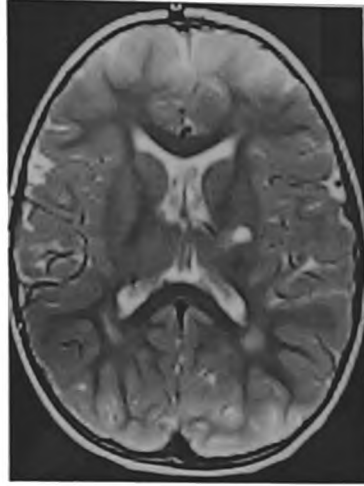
Магнитно-резонансная томография головного мозга ребенка М., 6 лет 8 месяцев, 6-е сутки болезни. Признаки подострого ишемического инсульта в бассейне левой средней мозговой артерии, перивентрикулярная лейкоэнцефалопатия (исход гипоксически-ишемического поражения головного мозга), легкая дилатация боковых желудочков. Патологии интракраниальных артерий не выявлено.
